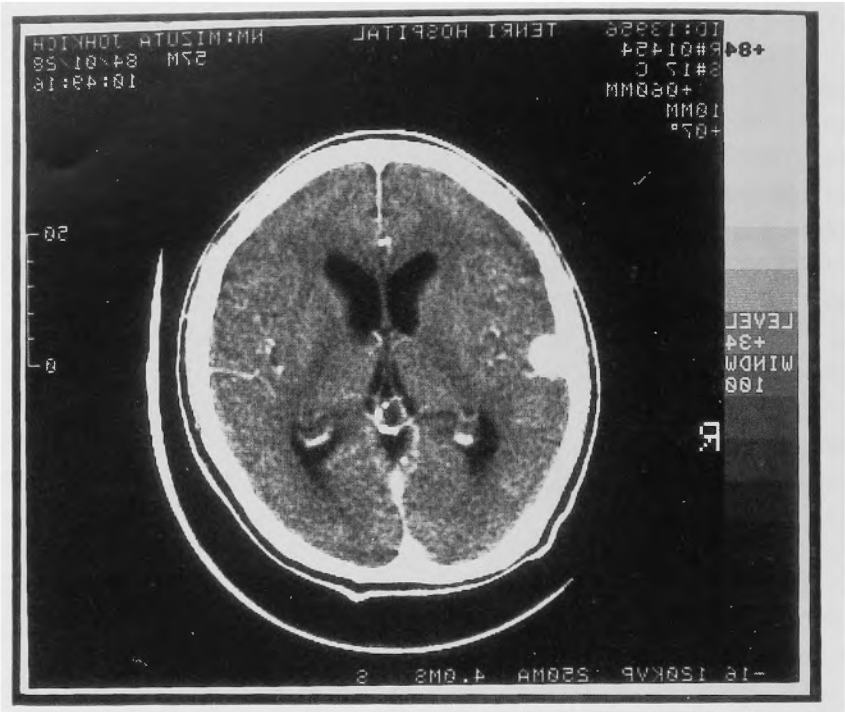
A CT scan with contrast enhancement showing a high density mass in the right temporal convexity, which is not enhanced.
